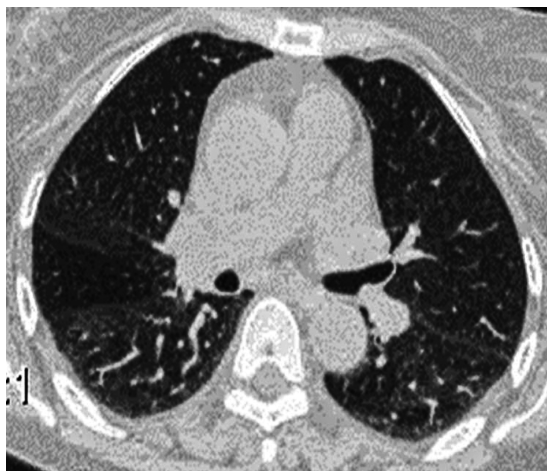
Экспираторная компьютерная томография. Симптом воздушной ловушки в правом легком
